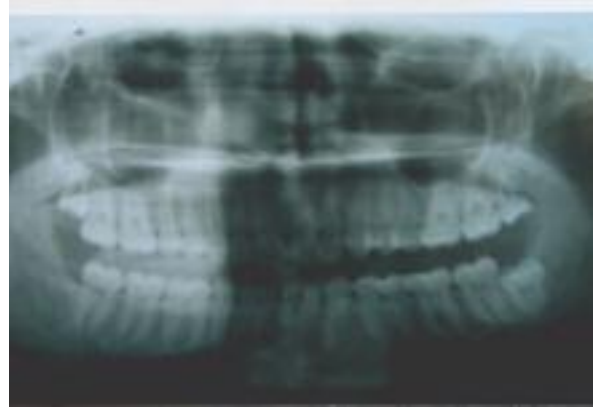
Panoramik radyografide sağ alt üçüncü molar diş ile ilişkili uniloküler, belirgin sınırlı, ramusa uzanan radyolüsent alan.
